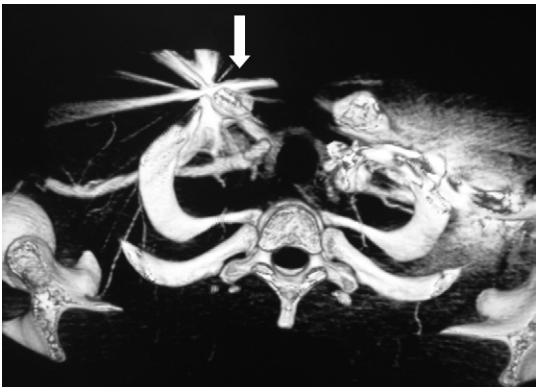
Figura de tomografía computarizada multicorte con reconstrucción de pared en la cual se aprecia el proyectil de bala en la región clavicular (flecha blanca)
